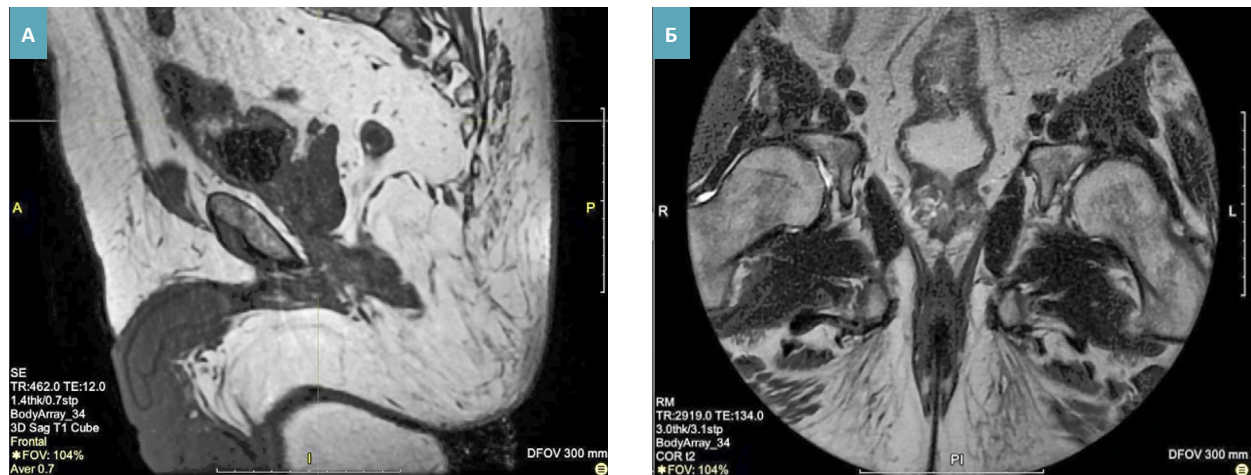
МРТ органов малого таза: объемное образование мочевого пузыря. В области дна на уровне крепления пупочной связки визуализируется опухоль (4,7 × 3,9 × 3,7 мм) с локальным утолщением стенки с вовлечением всех ее слоев. А – сагиттальная проекция, Б – коронарная проекция.
